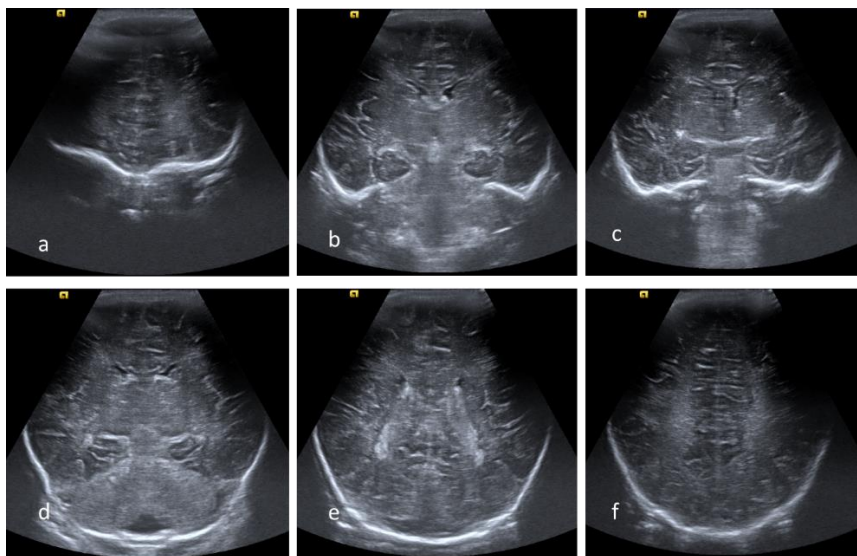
Cortes coronales estándar correspondientes a una ecografía en modo B de un neonato a término.
